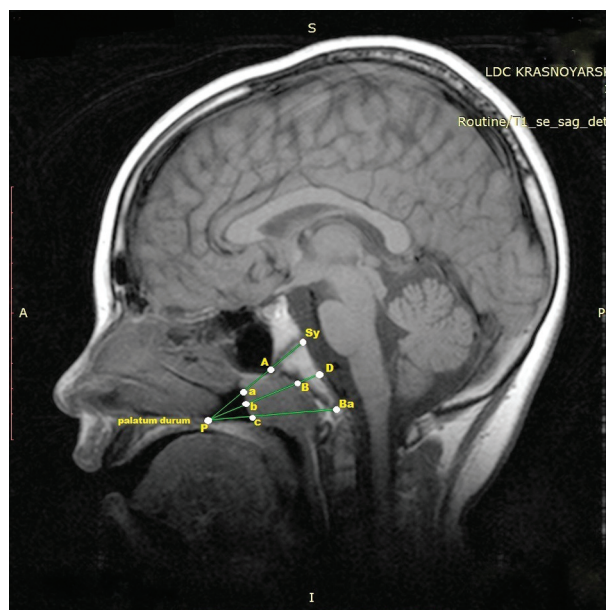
Магнитно-резонансная томограмма в сагиттальной проекции (красным цветом обозначены контрольные точки, зеленым – контрольные линии).
